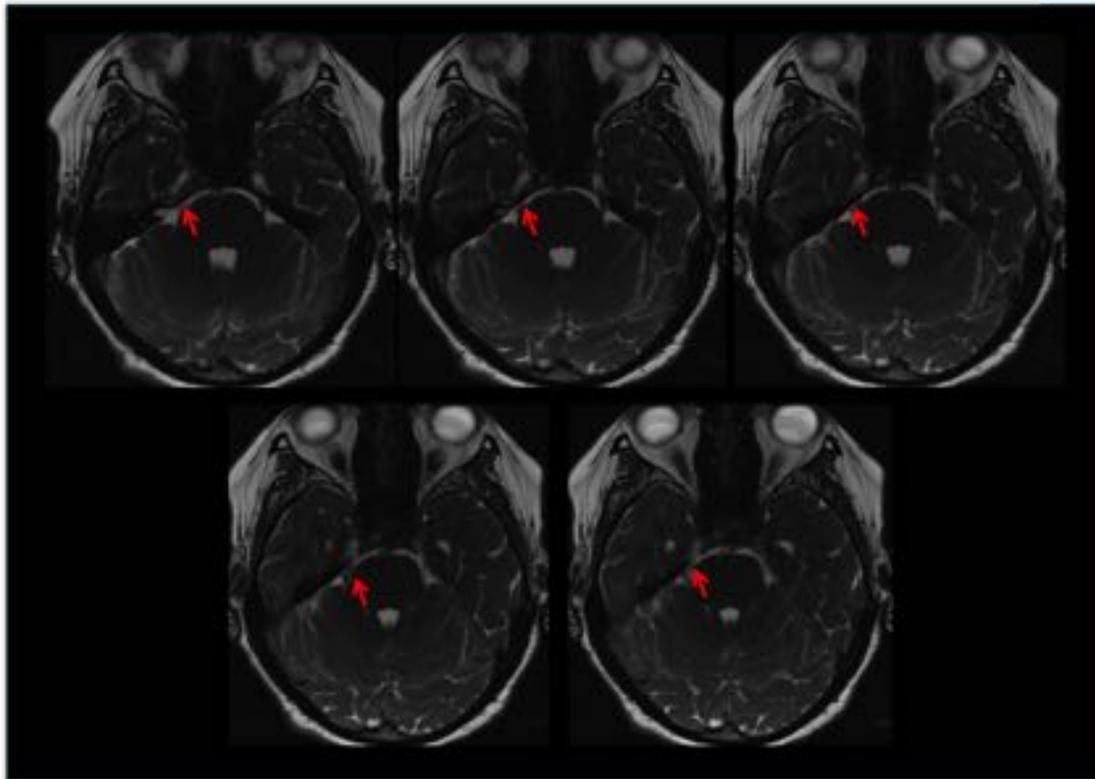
Compresión neurovascular del V derecho por la arteria cerebelosa superior (flechas rojas). Secuencias axiales de RM potenciadas en T2.
